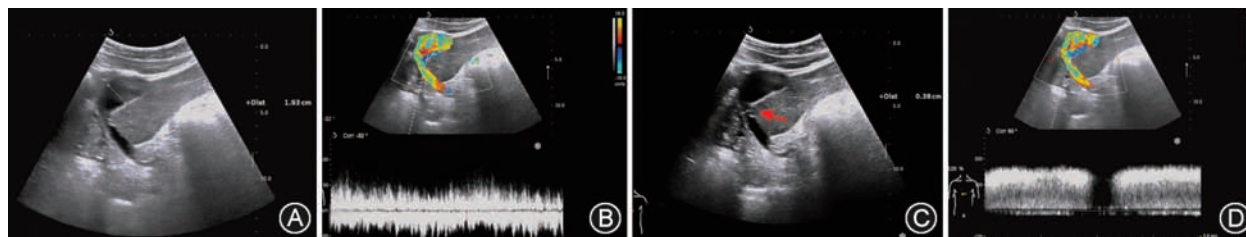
肝移植术后移植肝门静脉吻合口狭窄超声图像 患儿, 9 岁, 接受活体肝移植术后 8 年; A: 移植肝内门静脉供体段内径增宽; B: 移植肝内门静脉供体段流速正常; C: 移植肝门静脉吻合口处管径明显偏细(箭头处); D: 移植肝门静脉吻合口处流速明显增高
